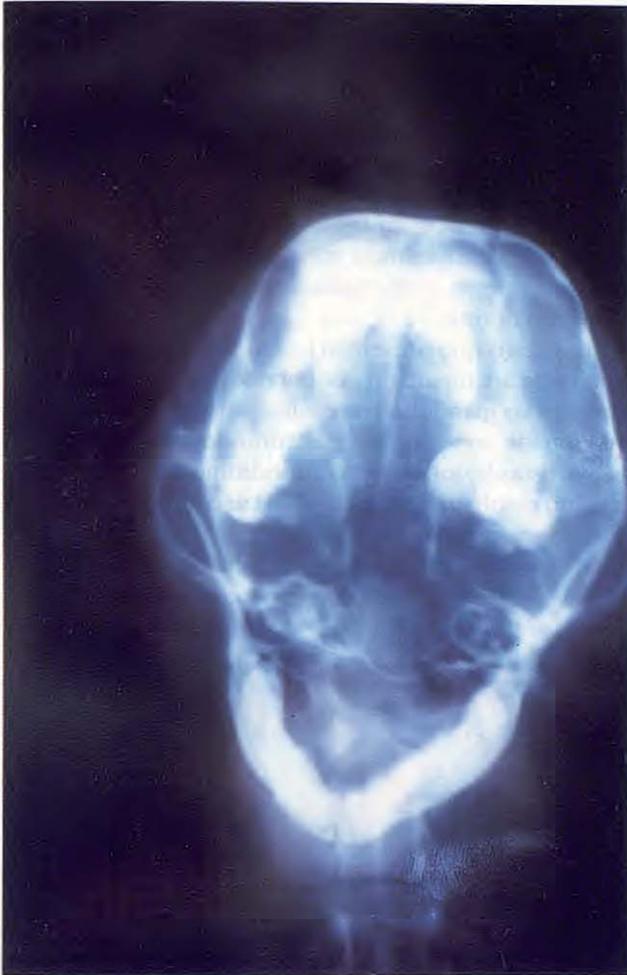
Radiografía de las bullas timpánicas con la boca abierta. Obsérvese los contornos irregulares de la bulla afectada.
